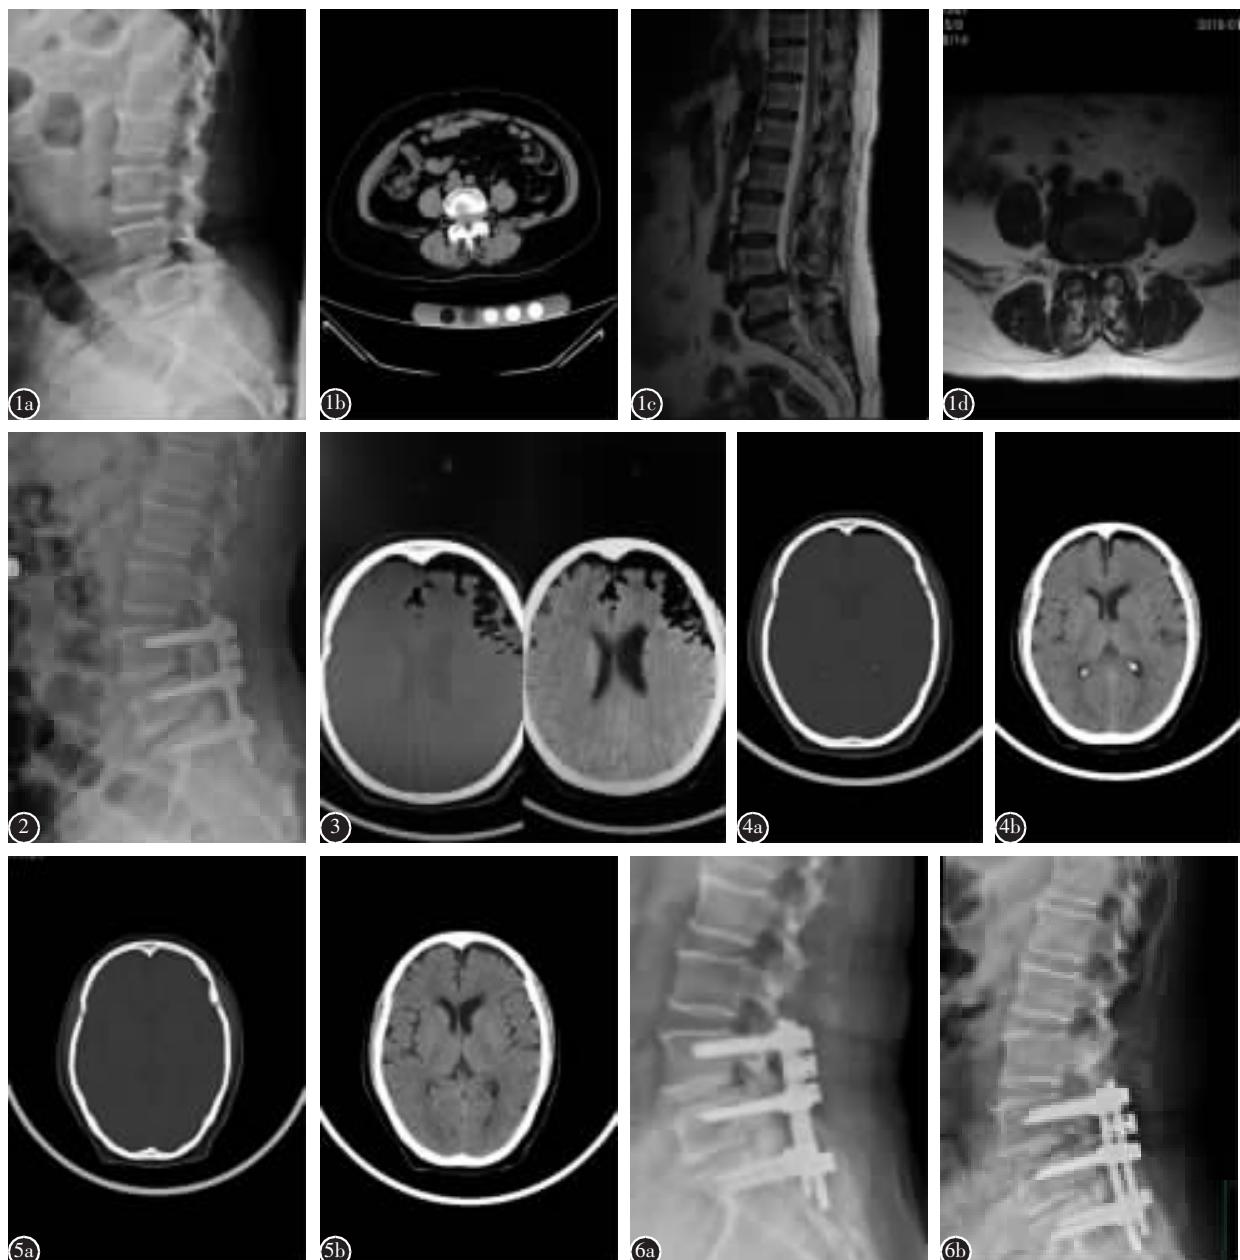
a 腰椎侧位 X 线片示:腰椎序列失稳,L4 椎体向前 I 度滑脱 b 腰椎 CT 横截面示 L4/5 椎间盘平面椎管狭窄 c 腰椎 MRI 示 L4 椎体向前移位 d MRI 横轴位可见 L4/5 平面椎间盘突出并椎管狭窄 图 2 术中 X 线片示 L4 椎体复位良好,位置合适 图 3 术后 3d 颅脑 CT 示颅脑横断面额顶叶分布大片不规则气体密度影,以左侧额顶叶为甚 图 4 a,b 术后 7d 颅脑 CT,与术后 3d 对比,气体明显吸收,左侧额叶部残余部分气体 图 5 a,b 术后 12d 颅脑 CT 示,颅内未见明显异常密度灶,气体基本吸收 图 6 a,b 术后 1 个月、术后 3 个月腰椎侧位 X 线示,L4 椎体复位良好,椎体后缘线连续,内固定在位,无松动、断裂
